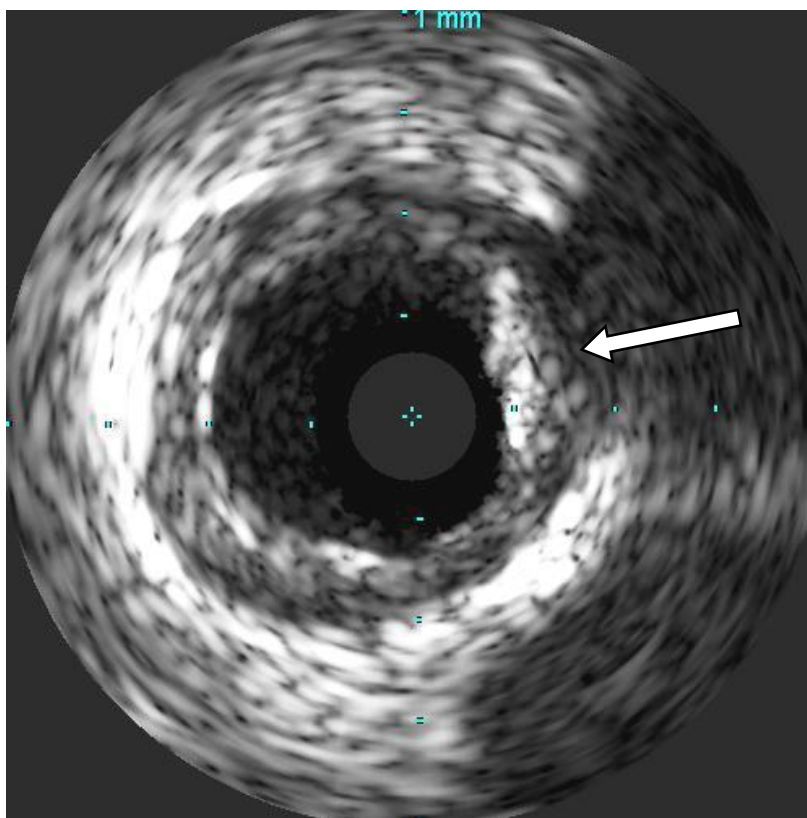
ВСУЗИ. Кальцинированная атеросклеротическая бляшка (указана стрелкой).
